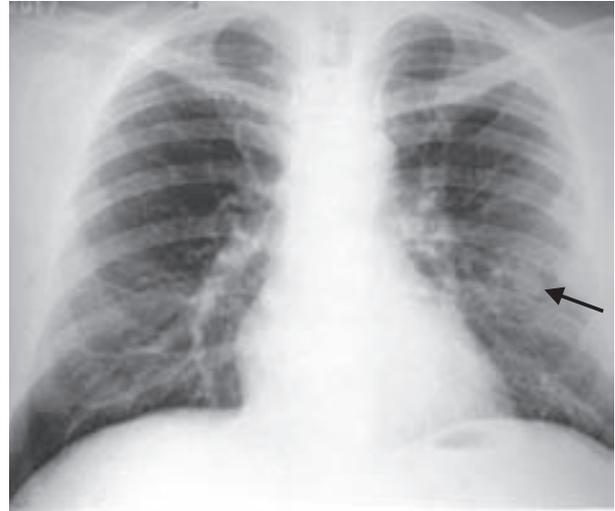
Radiografia de tórax em PA mostrando nódulo de contornos regulares (seta), não calcificado, medindo 2,8 cm de diâmetro, localizado no lobo inferior esquerdo. Não foi visualizado aumento linfonodal ou infiltrados pulmonares.
